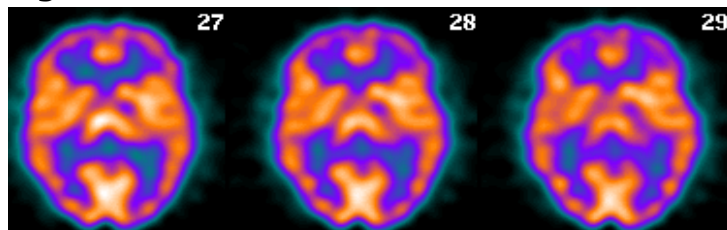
Exploración SPECT-PCR presentando captación asimétrica con un incremento a nivel de tálamo derecho, estriado izquierdo y tercio medio de lóbulo temporal de modo bilateral
